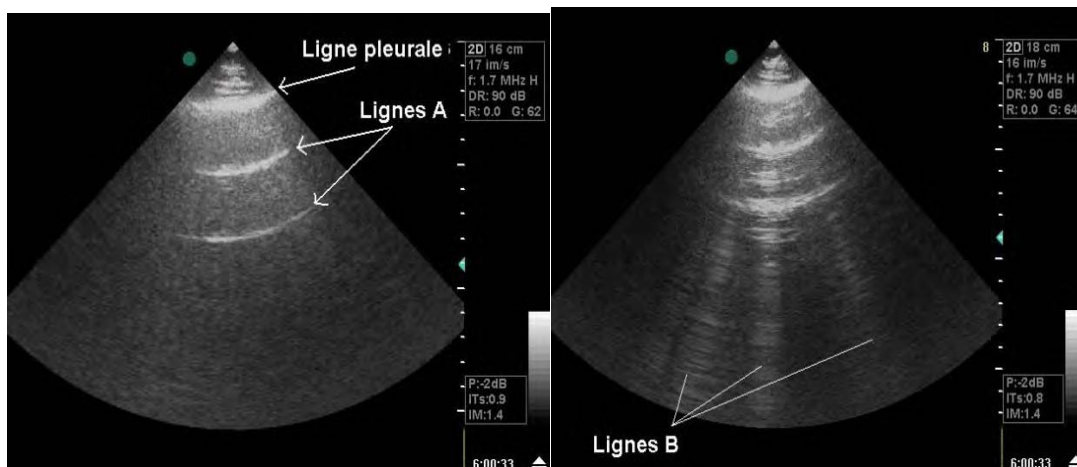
Visualisation des lignes pleurales en échographie Lors de respiration, on observe un glissement de la ligne pleurale (image hyperéchogène). Ce glissement disparaît en cas de pneumothorax. Les lignes A (répétition de la ligne pleurale à distances égales) correspondent à l'épaisseur de l'interface pariéto-pulmonaire). Les lignes B par contre traversent toute la profondeur de l'image[57]
